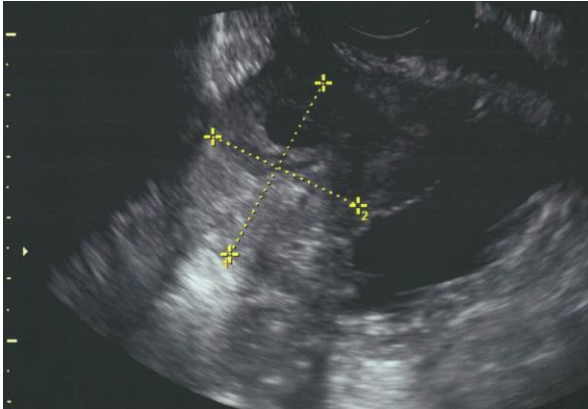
経膣超音波断層像：膀胱横の嚢胞は縮小している
